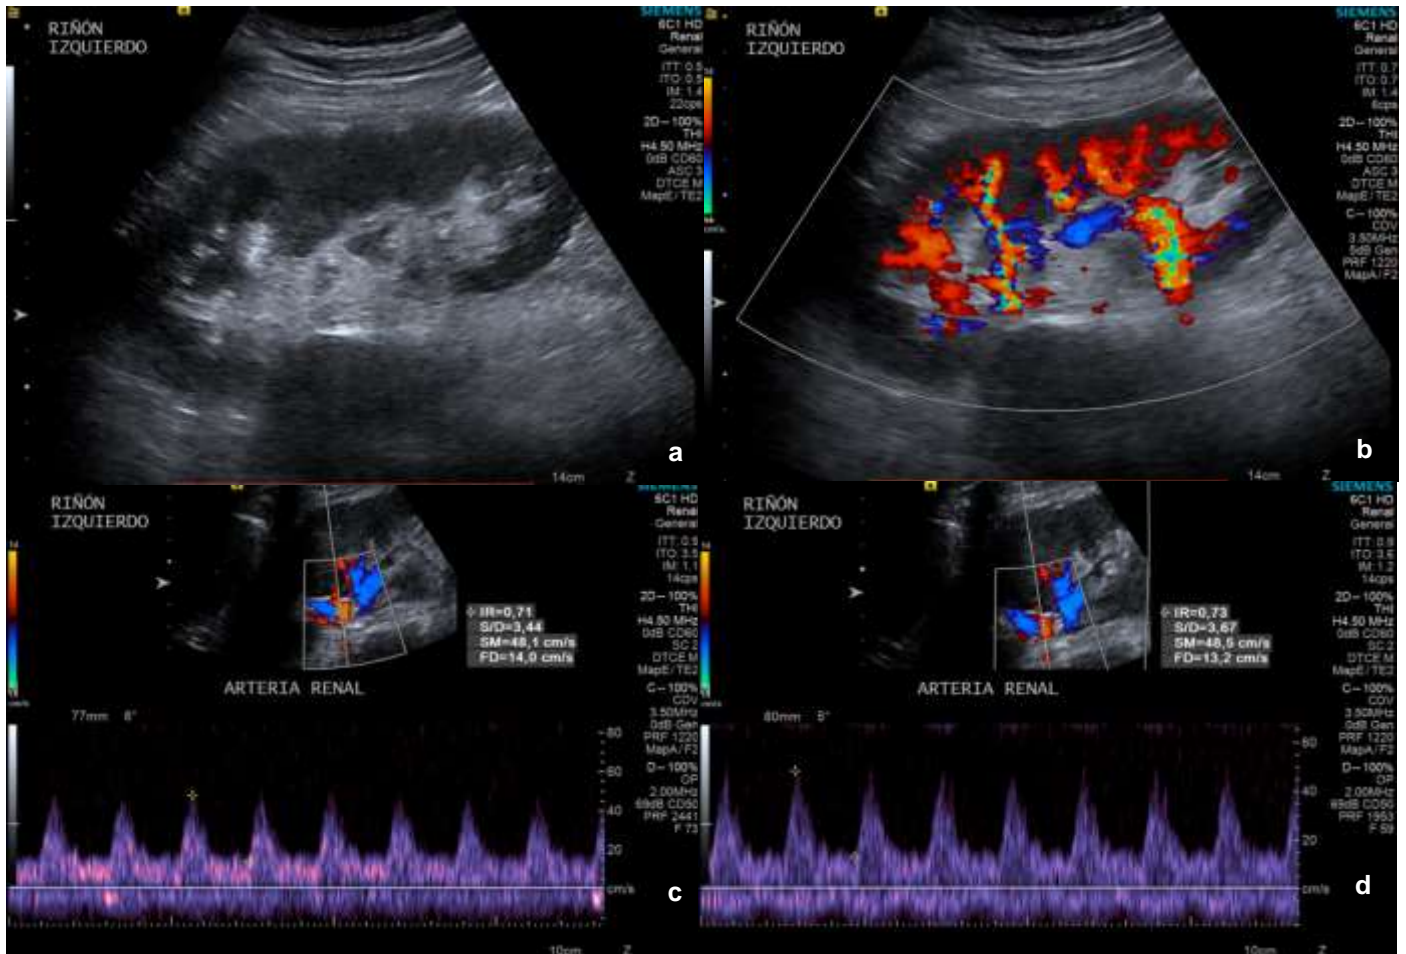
USG Doppler pulsado de riñones nativos en hombre de 34 años con sepsis gastrointestinal (SOFA 3) sin desarrollo de LRA. Con CrS de 0.70 mg/dL al momento de diagnóstico. a: morfología conservada. b: VIR grado 3. c: modalidad pulsado con IRRc de 0.71 d: USG de control a las 24 horas, posterior a reporte de CrS de 0.70 mg/dL, con IRRc de 0.64 (*correlación lineal*).
